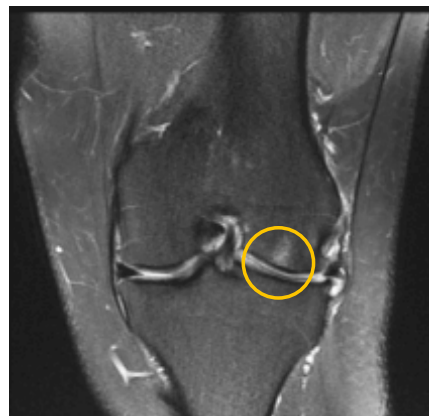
Imagem de ressonância magnética, com edema subcondral no côndilo femoral externo (círculo), pós-meniscectomia.
